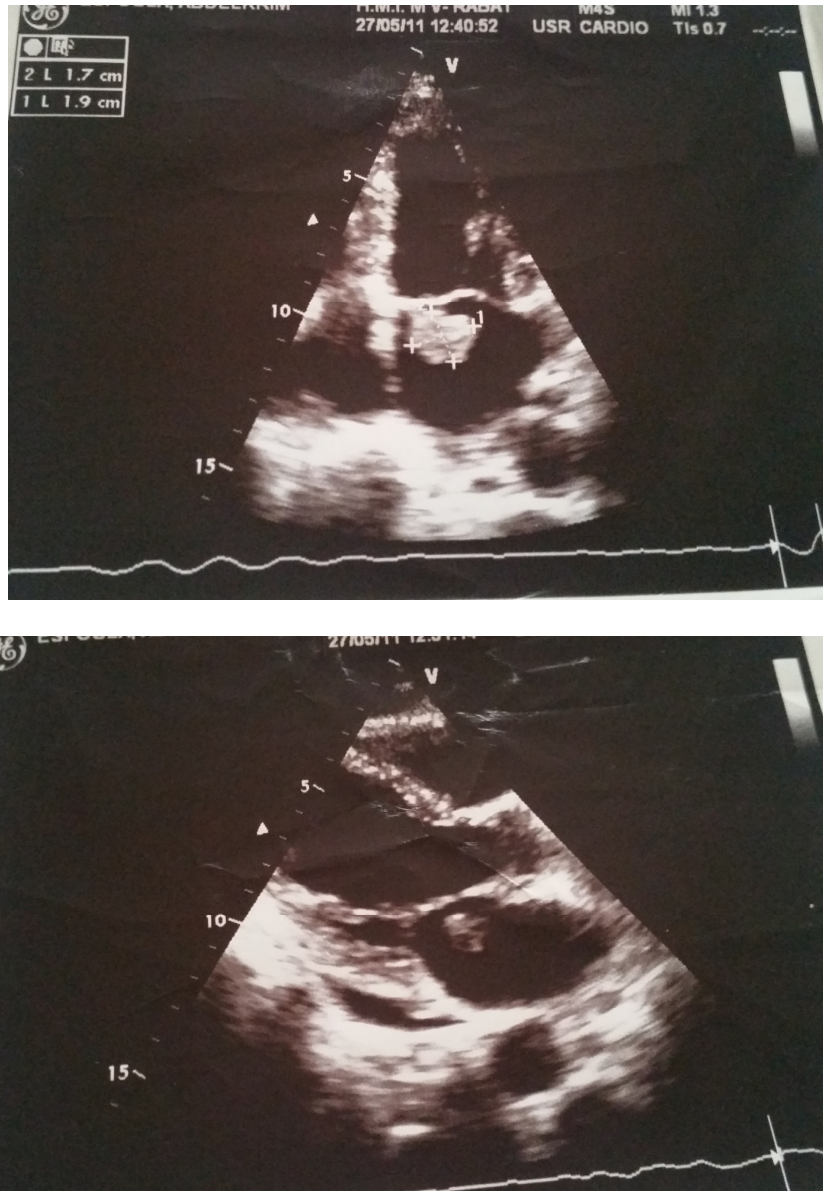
Échocardiographie transœsophagienne (A, B) montrant une végétation mitrale chez un de nos patients.
